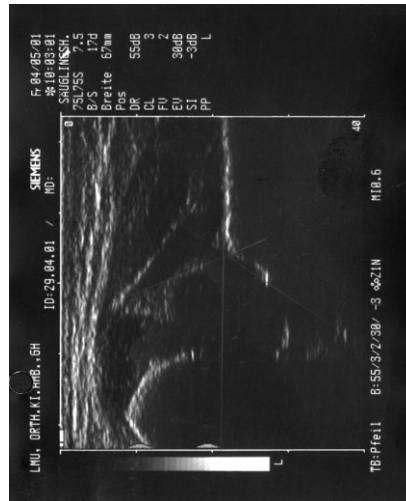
Hüftsonographie (Klinikum Großhadern, München)
